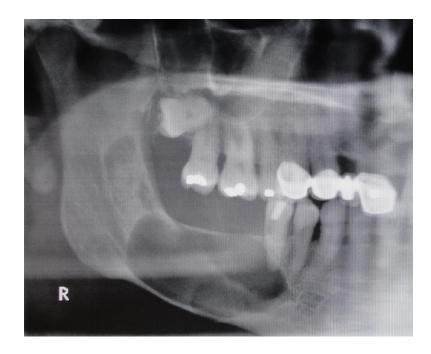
Radiografía Panorámica con sombra radiolúcida de bordes definidos
